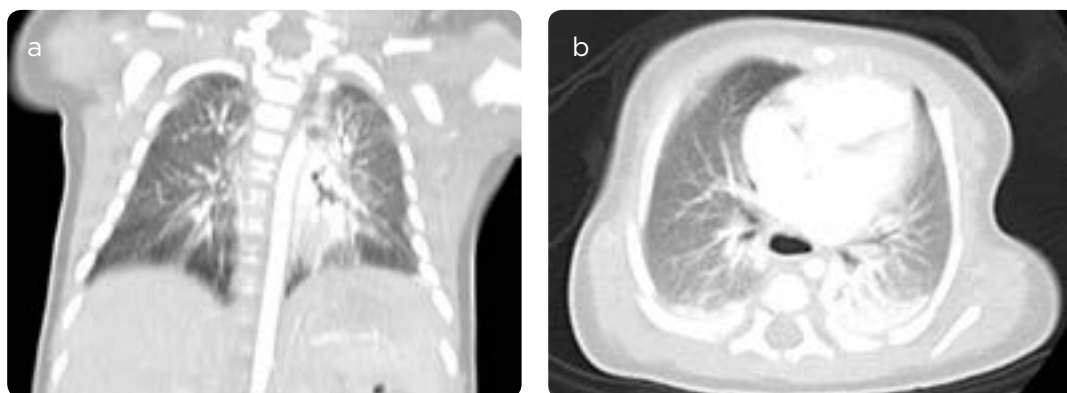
a y b) TAC de tórax bajo anestesia general. Se observan atelectasias subsegmentarias en zonas de declive de predominio bibasal.
